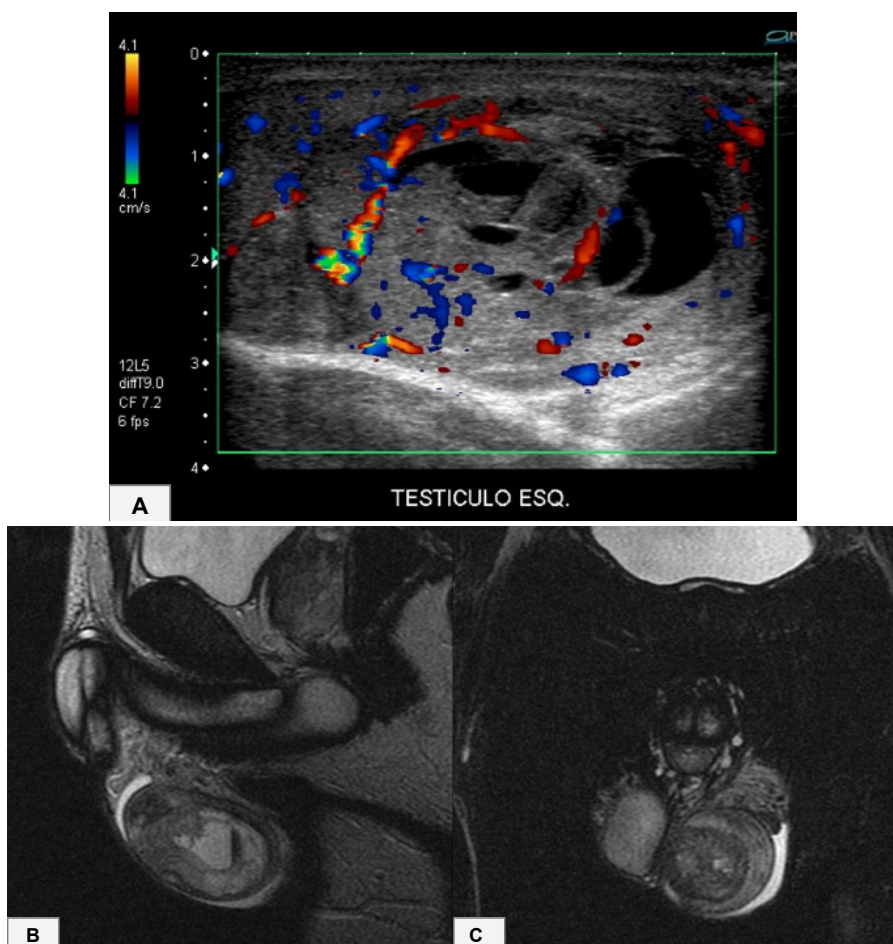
Ultrassonografia da bolsa testicular (A) demonstra lesão nodular expansiva com fluxo ao estudo doppler no testículo esquerdo. As imagens de RM ponderadas em T2 sagital (B) e coronal (C) demonstram um lesão heterogênea, com áreas císticas de permeio, com resultado anatomopatológico compatível com seminoma testicular.
